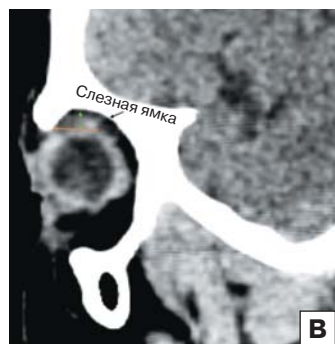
КТ-изображение слезной железы. А — аксиальный срез; Б — коронарный срез; В — сагиттальный срез пальпебральной части; Г — сагиттальный срез орбитальной части
